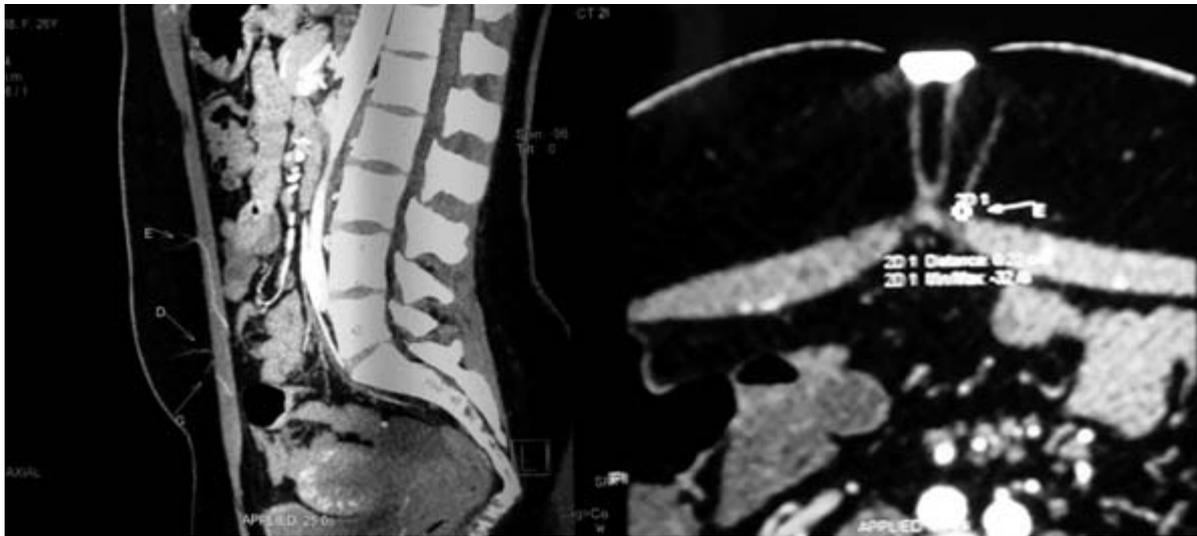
Angiotomografía donde se evidencian los vasos perforantes (flechas).
